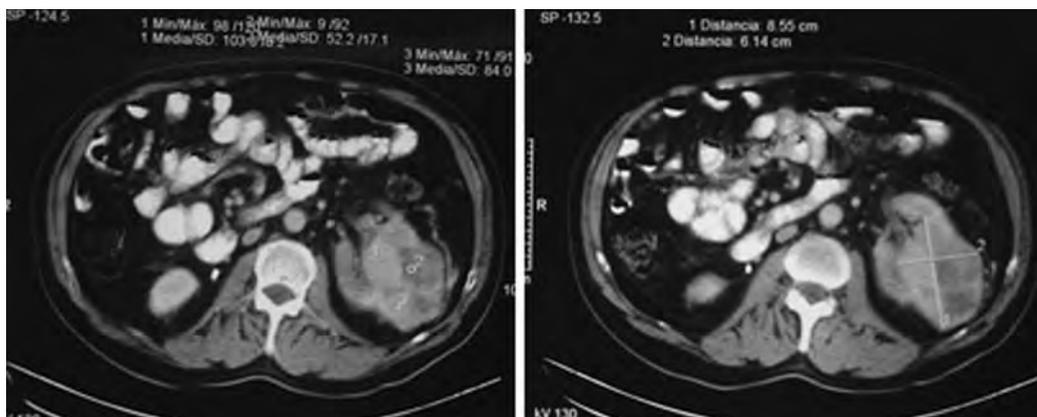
TAC Abdomen. Cáncer renal.
